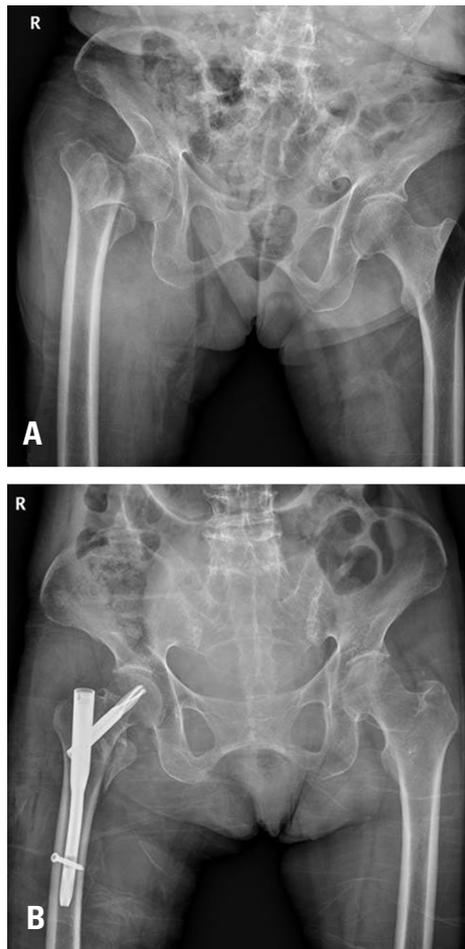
An intertrochanteric fracture of the right femur (Boyd-Griffin type II, Evans unstable) is observed on a preoperative pelvic radiograph (A). Postoperative pelvic radiographs show that the fracture was fixed by a cephalomedullary nail (B).
